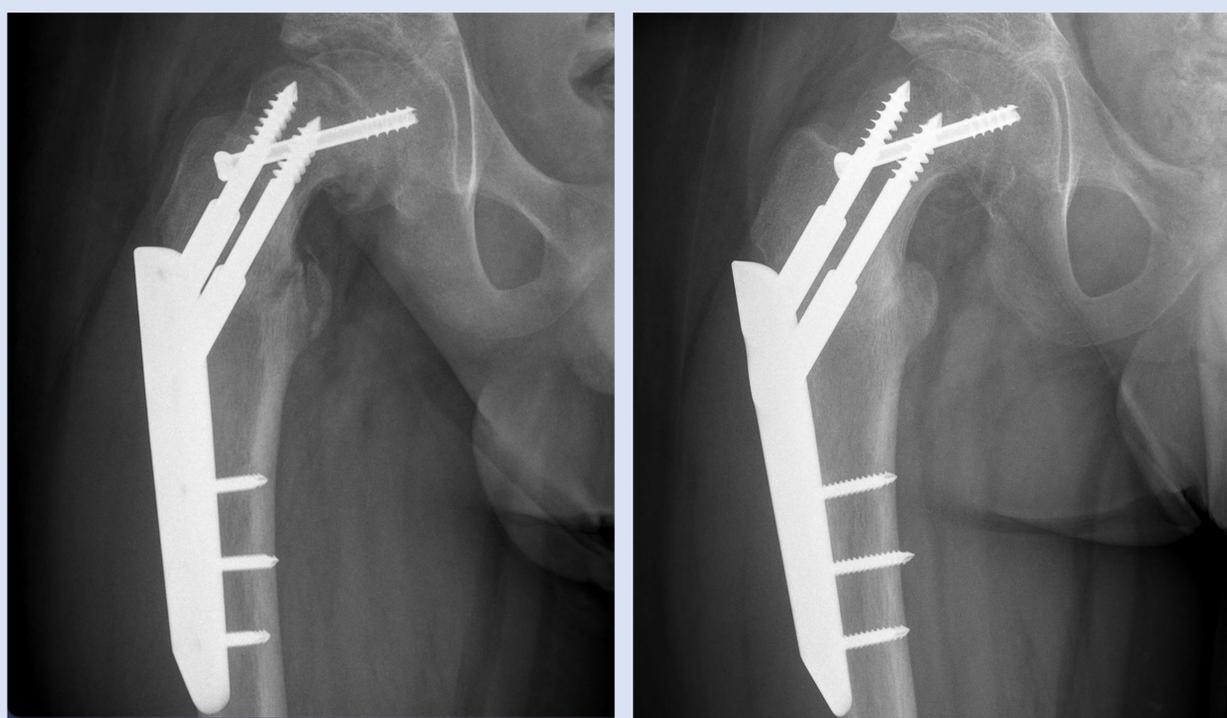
Radiografía AP de cadera. A. A las 4 semanas postoperatorias. B. A las 8 semanas postoperatorias.
